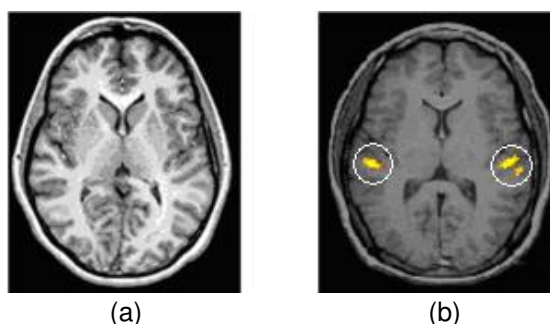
Ressonância Magnética (a) e Ressonância Mag. Funcional (b) [19].
